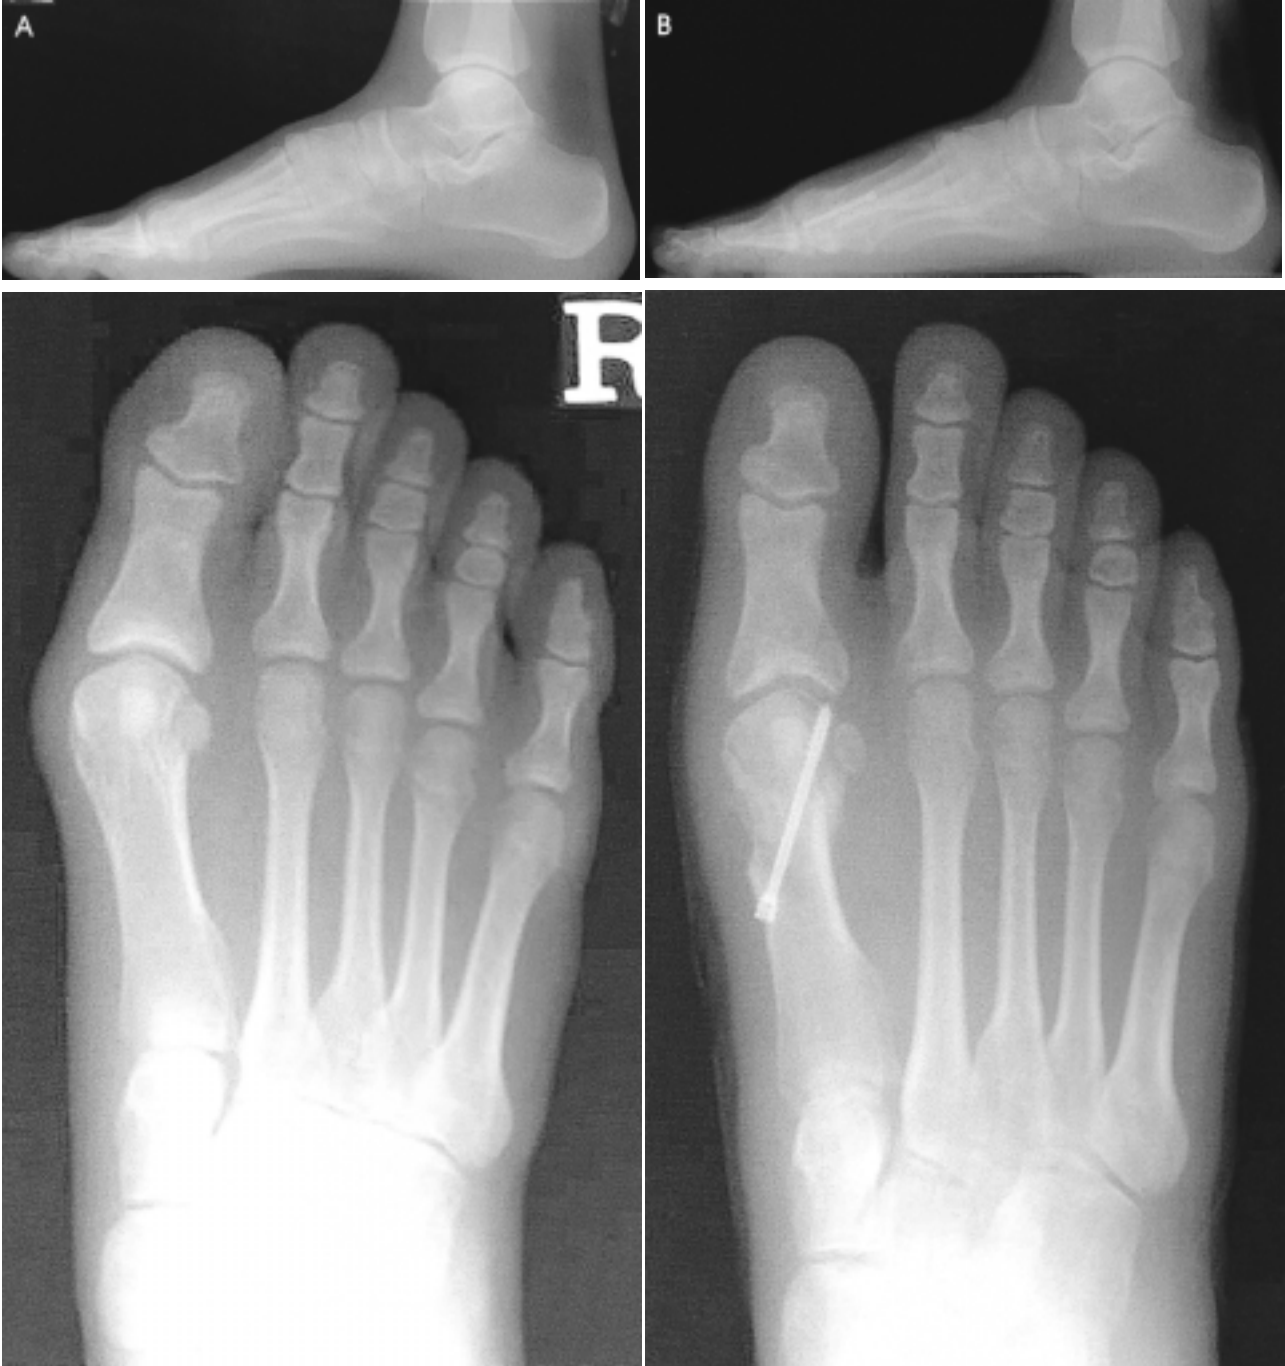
(A) Preoperative standing radiograph shows moderate hallux valgus deformity. (B) Postoperative standing radiograph shows distal chevron osteotomy and internal fixation with one BOLD screw[®].
